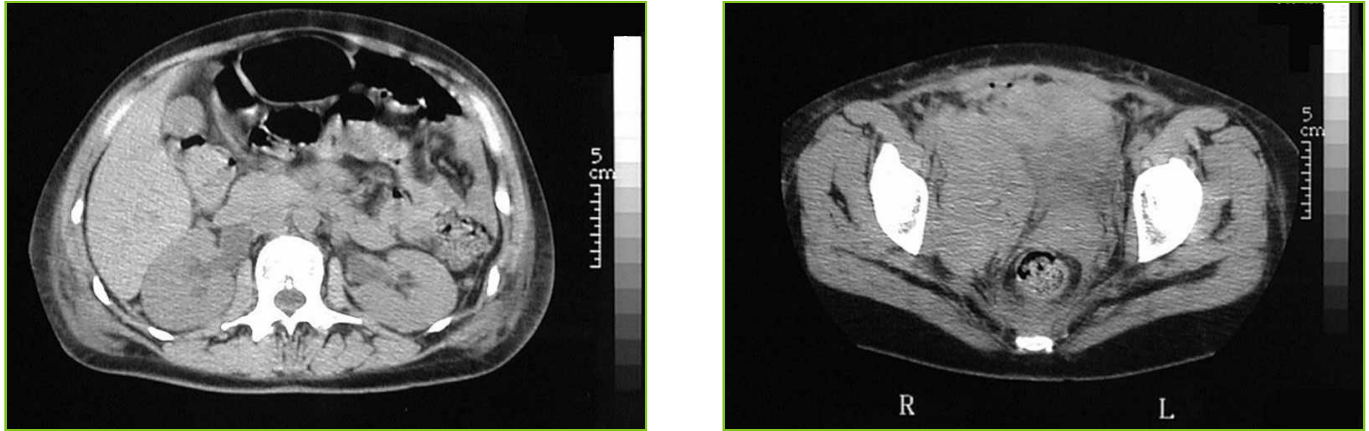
TDM de contrôle 5 jours après : nette régression spontanée de l'hématome.
